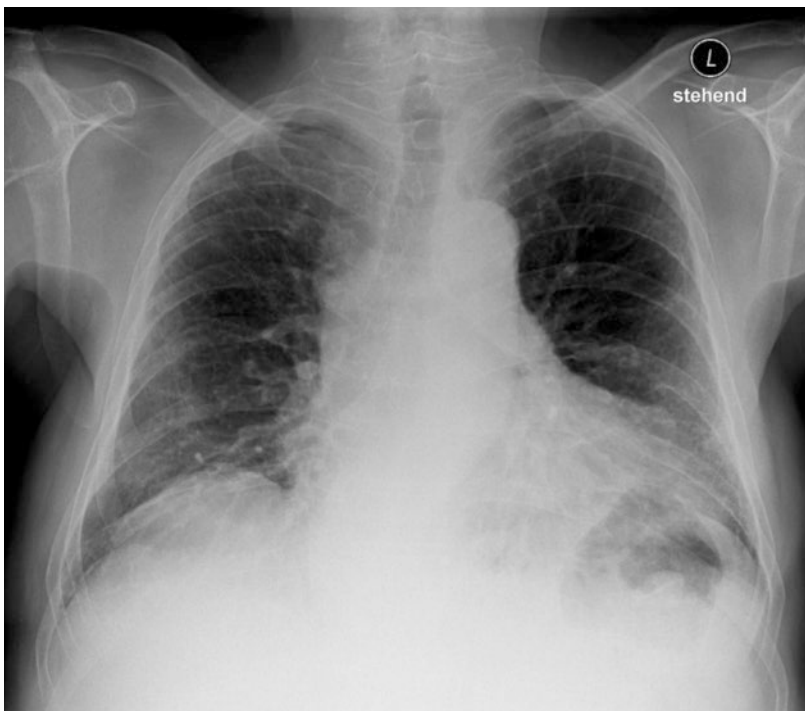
Röntgen-Thorax nach Entlassung aus stationärer Rehabilitation.
